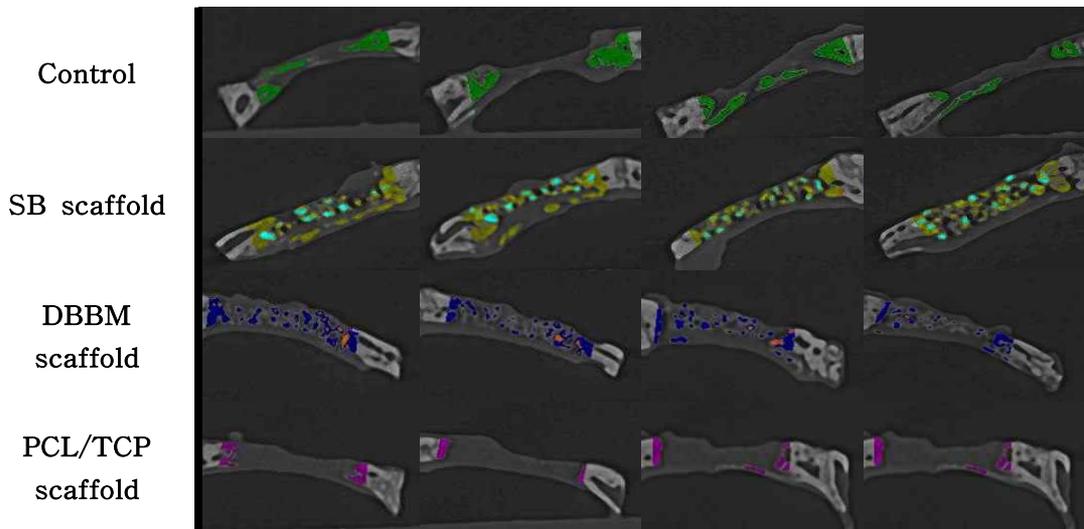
Micro-CT images of new bone formation of the experimental groups in 6 weeks. (A) Micro-CT image of rabbit clavicular defect. a, control
